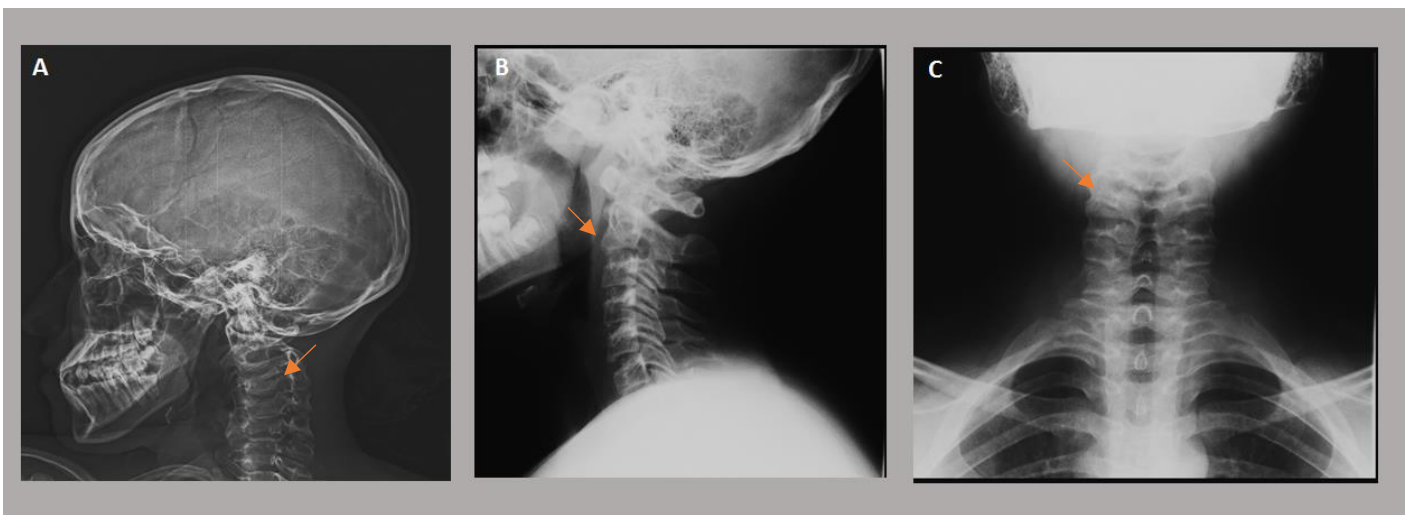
Radiografía de cráneo, A: Proyección lateral de vértebras cervicales donde se observa la fusión de los cuerpos vertebrales a nivel de cervical de C6-C7. B y C: se observa disminución del espacio intervertebral y los cuerpos con forma trapecoidal.
